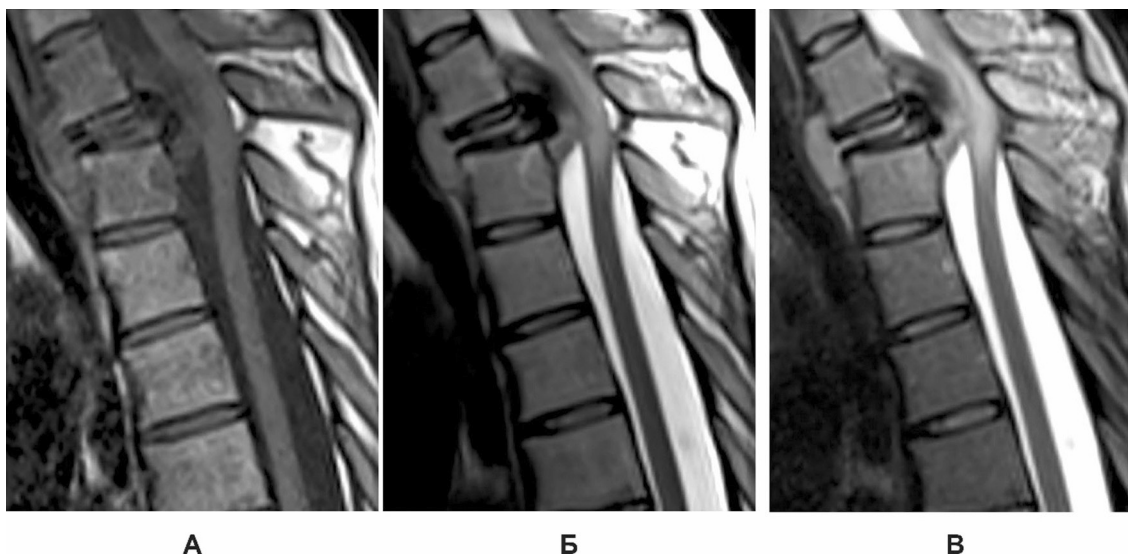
МРТ ділянки шийно-грудного переходу за 6 років до звернення: А – T1-зважене зображення; Б – T2-зважене зображення; В – T2-зважене зображення Fat Suppression
